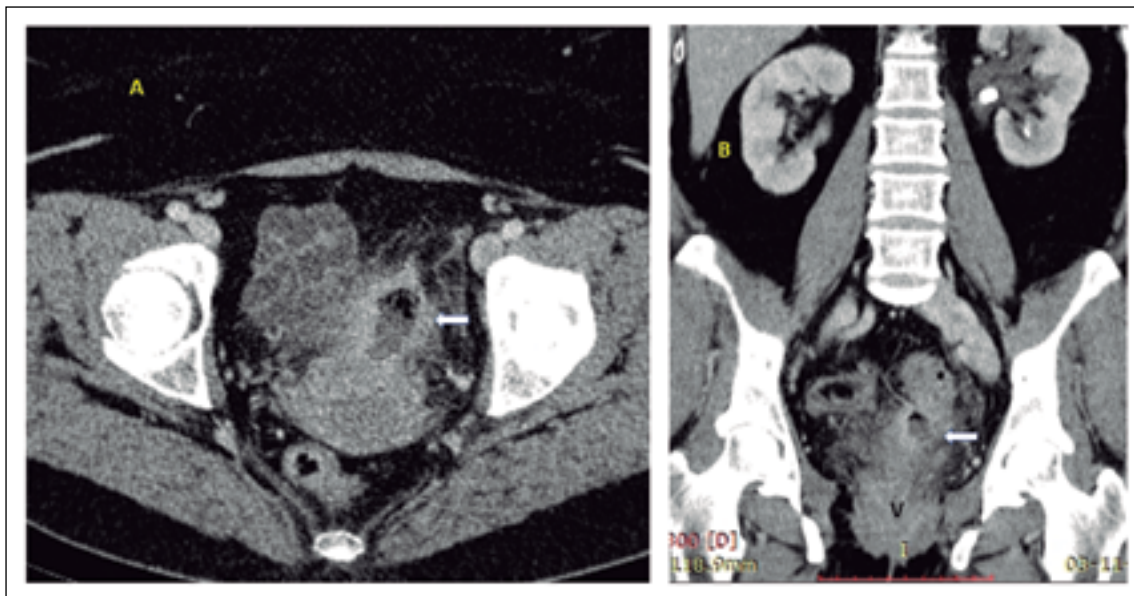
TC abdomen y pelvis: colección de 4 cm adyacente al sigmoides con cambios inflamatorios de la grasa circundante y de la pared vesical. A: corte axial. B: corte coronal.
